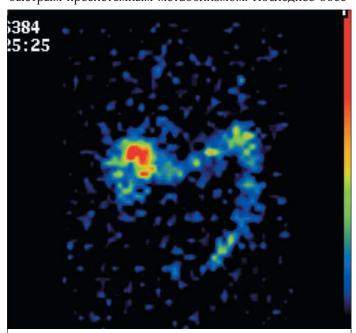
Сцинтиграфия здорового добровольца. Будесонид ММХ меченый (153Sm) в толстой кишке. Изображение получено через 7 ч после приема препарата (Brunner et al., 2006)
